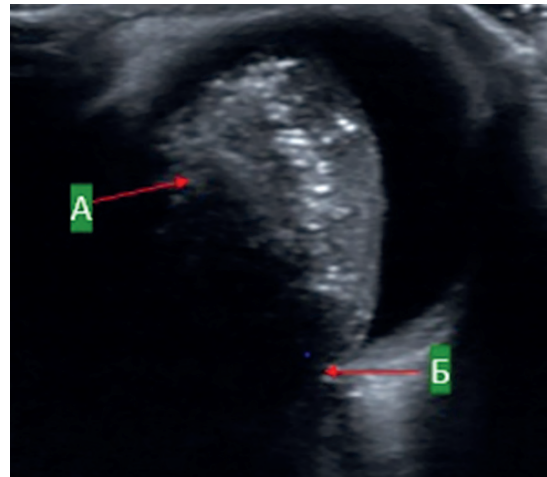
Мальчик, 2 месяца. УЗИ глаза: РБ, опухоль больших размеров с массивной кальцинацией (стрелка А) и дистальной акустической тенью (стрелка Б)
